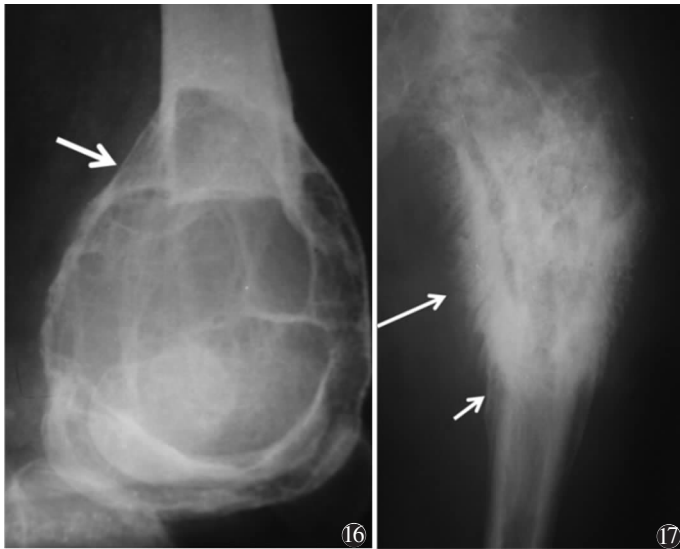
男,2 岁,肱骨下端骨折 图 1a X 线侧位平片示肱骨下端骨皮质不连续(箭) 图 1b 2 个月后,X 线侧位平片示肱骨下端出现单层状连续的骨膜反应(箭) 图 2 男,23 岁,尤因肉瘤。X 线正位平片示尺骨上段多层状不连续的骨膜反应(箭) 图 3 女,12 岁,朗格汉斯细胞组织细胞增生症。CT 冠状位 MPR 示股骨中段多层状连续的骨膜反应(箭) 图 4 女,15 岁,急性骨髓炎。X 线正位平片示股骨上段薄的单层状连续的骨膜反应(箭) 图 5 男,13 岁,尤因肉瘤。X 线侧位平片示股骨中段薄的单层密度较淡连续的骨膜反应(箭) 图 6 男,18 岁,慢性骨髓炎,X 线正位平片示股骨中段厚层的花边状密度较高且连续的骨膜反应(箭) 图 7 女,68 岁,肺性骨病,X 线正位平片示股骨较广泛较厚的均匀单层密度较高且连续的骨膜反应(箭) 图 8 男,20 岁,骨肉瘤。X 线侧位平片示股骨下段骨膜三角(箭) 图 9 女,1 岁,骨结核。CT 冠状位 MPR 示股骨下段骨膜三角(长箭)及死骨(短箭) 图 10 女,14 岁,骨膜下血肿。X 线正位平片示桡骨远段骨膜三角(箭) 图 11 女,8 岁,骨的纤维结构不良。X 线侧位平片示股骨中段骨膜三角(箭) 图 12 男,25 岁,骨肉瘤。X 线侧位平片示股骨下段针状骨膜反应呈日光放射征(箭) 图 13 男,48 岁,颅骨板障脑膜皮细胞型脑膜瘤,横轴位 CT 示顶骨针状骨膜反应呈竖发征(箭) 图 14 男,26 岁,股骨骨肉瘤。横轴位 CT 示短针状骨膜反应呈天鹅绒状(箭) 图 15 男,20 岁,骨样骨瘤。X 线正位平片示股骨中段成熟型骨膜反应(箭) 图 16 男,33 岁,动脉瘤样骨囊肿。X 线正位平片示股骨下端膨胀性骨膜反应(箭) 图 17 女,23 岁,骨肉瘤。X 线正位平片示股骨上端复杂型骨膜反应,可见针状骨膜反应(长箭)与层状骨膜反应(短箭)混杂
